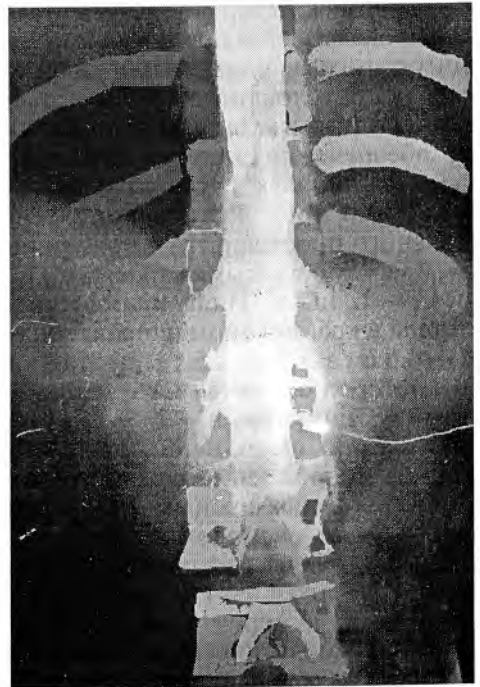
Эпидурограмма верхнего поясничного, ниже- и среднегрудного отделов эпидурального пространства. Линейная тень эпидурального пространства, симптом “железной дороги” от L₂ до Th₈. Использованы рентгеногетивные катетеры: верхний проведен через эпидуральный прокол в промежутке L₂—L₄ + 4 см за срез иглы в краниальном направлении, нижний — аналогично, но в промежутке L₃—L₄. Синхронно введены через верхний катетер омнипак-300, через нижний — реополиглюкин (одинаковой вязкости) в объеме 8 мл с целью верификации с согласия больного. Контраст движется вверх.
